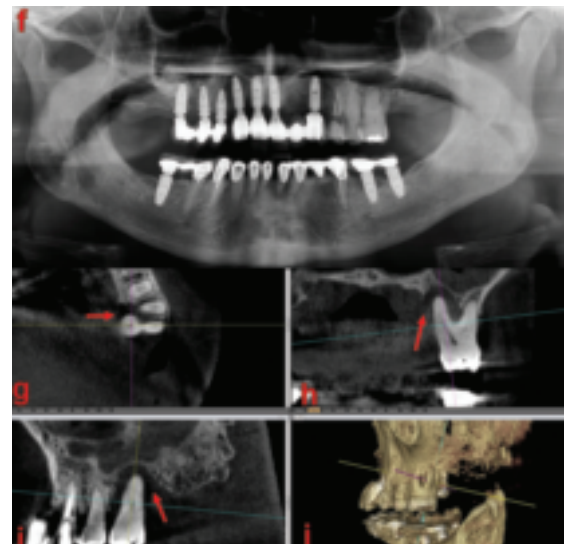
f. Panoramique ignorant l'avéolyse de 26...g-j...diagnostiquée au cone beam
